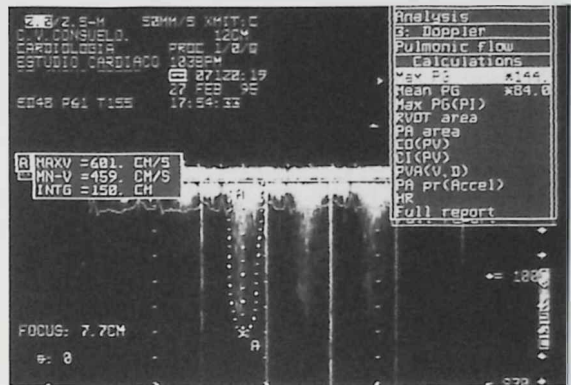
Estenosis pulmonar valvular severa, congénita del adulto en una mujer de 48 años. Flujo obtenido con Doppler continuo V máx. 601 cm/s correspondiente a un gradiente transvalvular máximo de 144 mmHg y medio de 84 mmHg.
